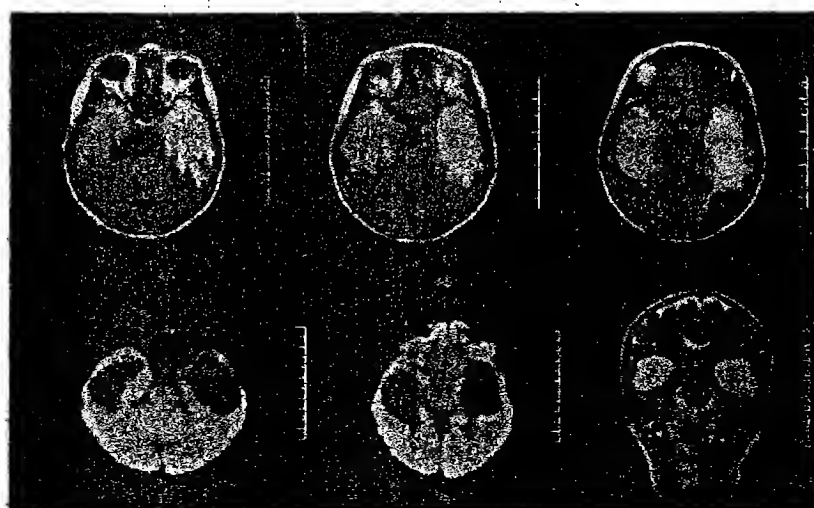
IRM cérébrale en séquence FLAIR de M^{me} X (coupes axiales et coronale)
